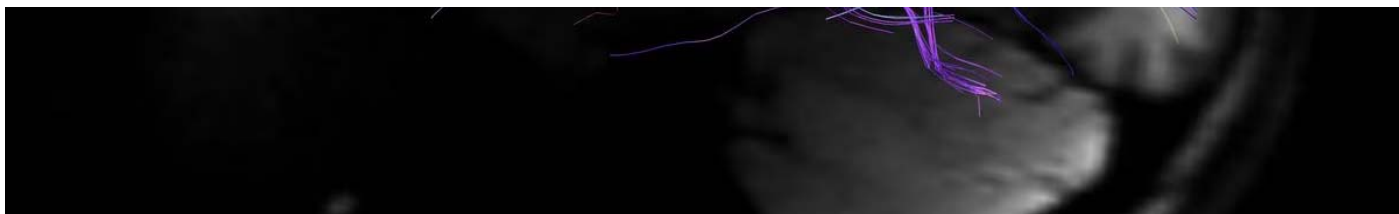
Imagen de una resonancia magnética del cerebro humano que muestra las curvas de fibras neuronales.
